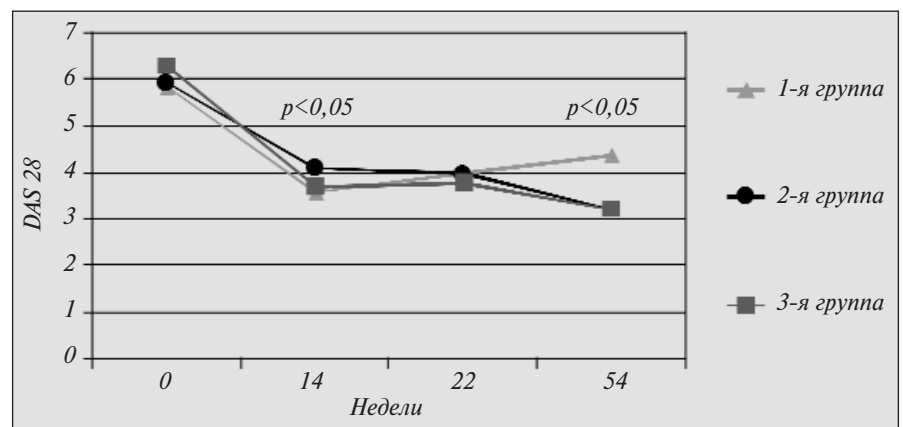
Динамика DAS 28 на фоне лечения ИНФ в зависимости от числа инфузий
